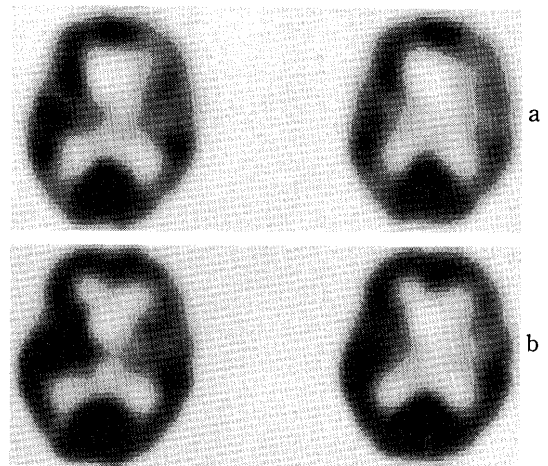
SPECT images with Tc-99m-HM-PAO
